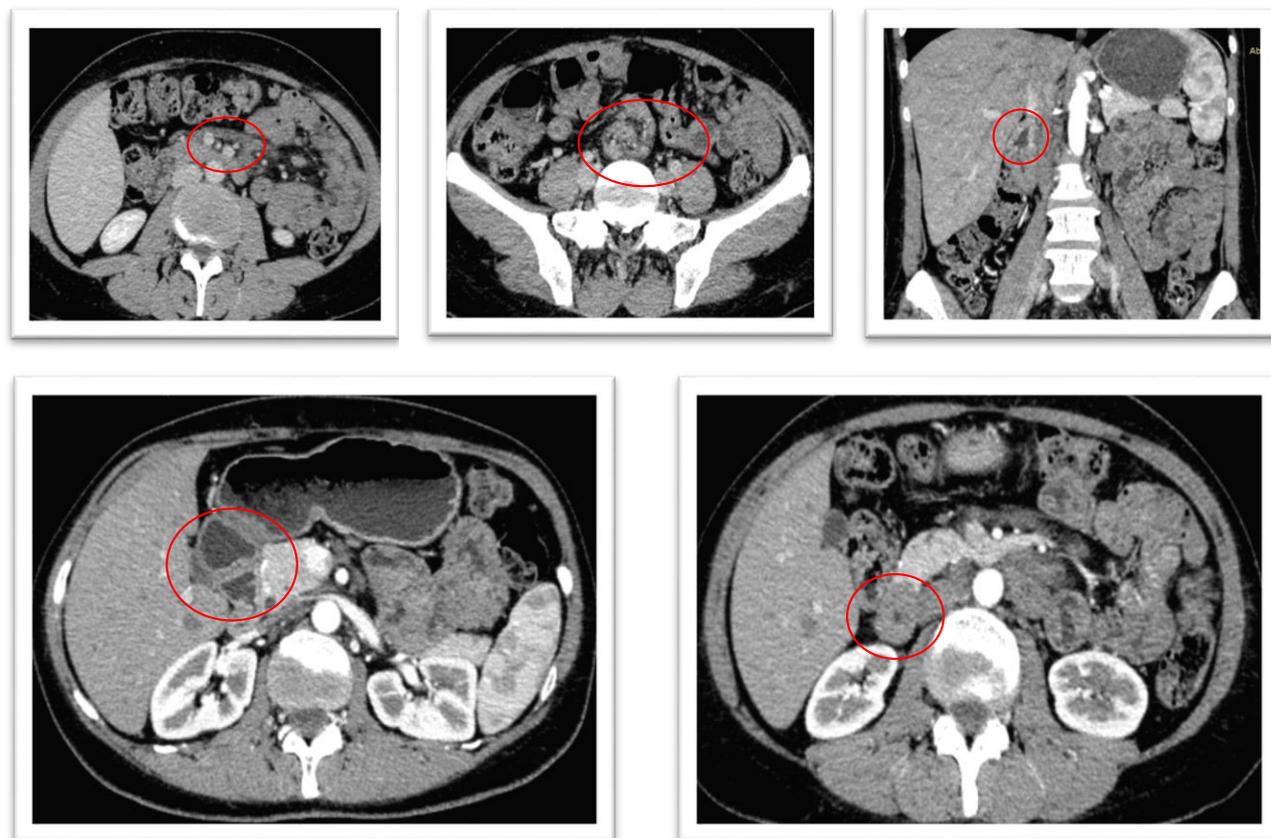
Компьютерная томография абдоминального сегмента с контрастированием
